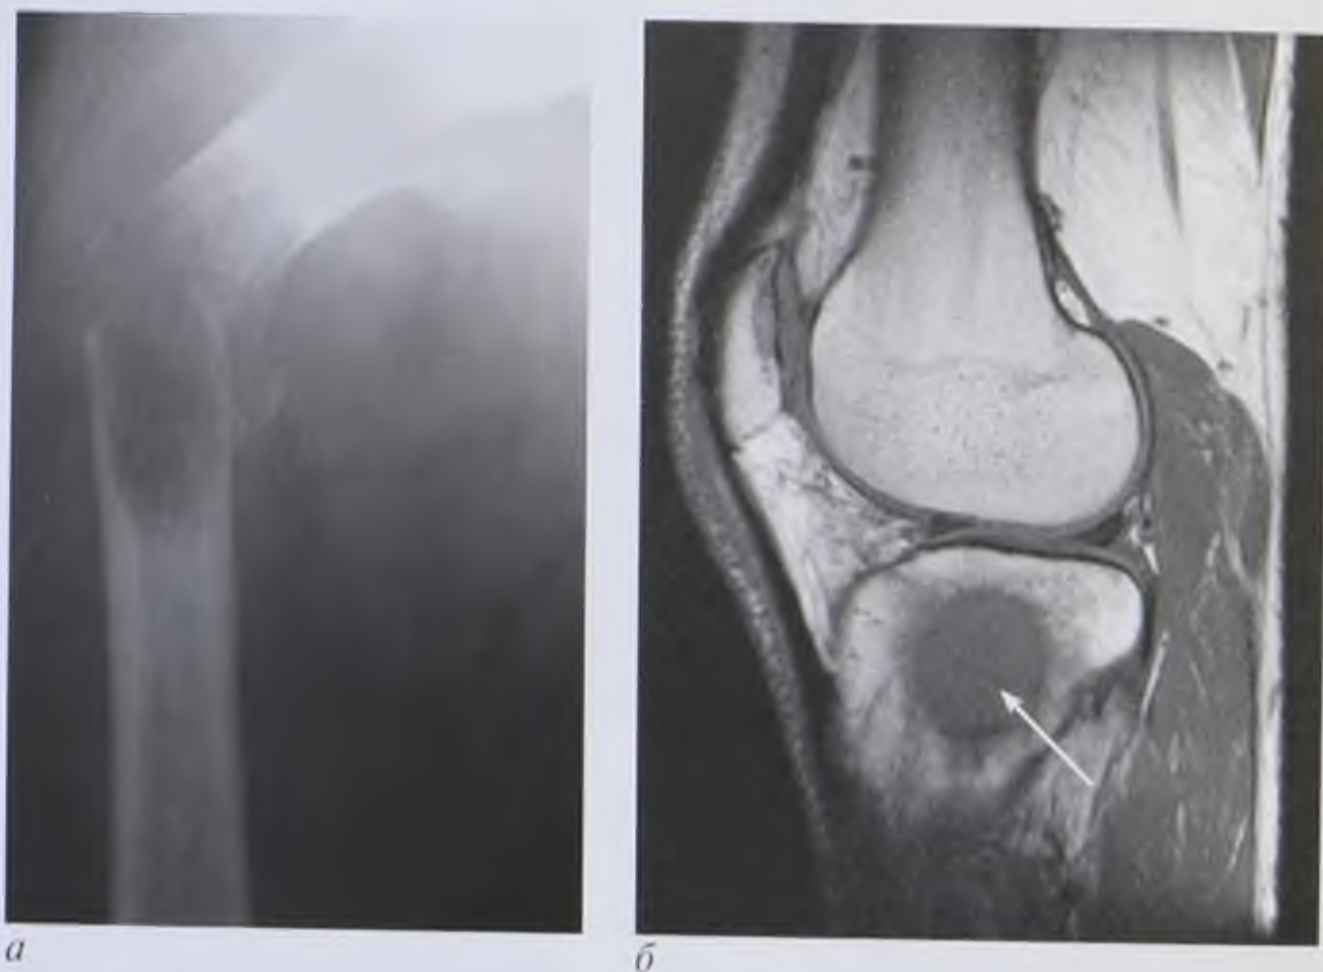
Метастазы злокачественных опухолей в кости: *а* — рентгенограмма бедра: патологический перелом бедренной кости на фоне метастаза; *б* — магнитно-резонансная томограмма коленного сустава, T1-взвешенное изображение в сагиттальной плоскости: метастаз рака предстательной железы в большеберцовую кость (стрелка)
